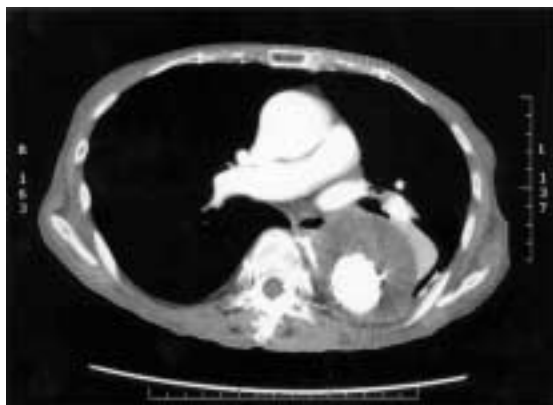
Postoperative CT on the 41st POD
